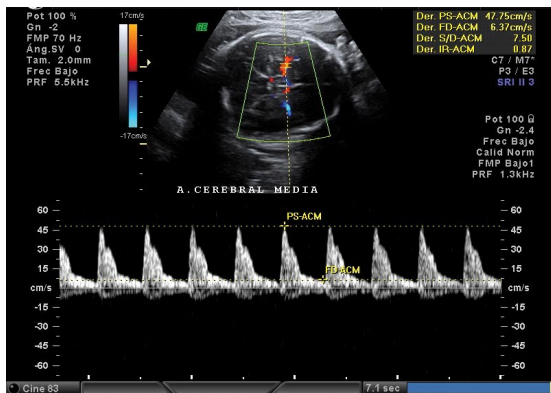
Doppler color de la arteria cerebral media. Angulo de insonación 0 grados.
